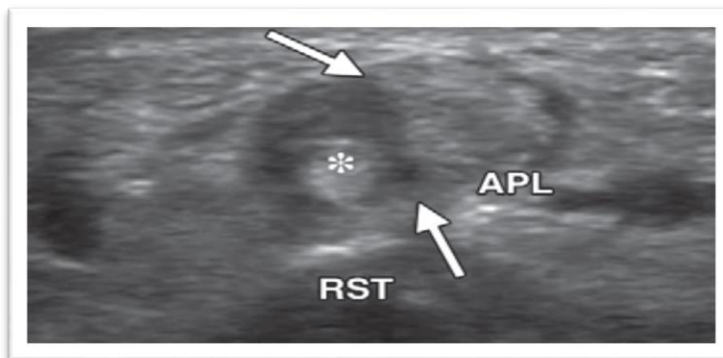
Akute Tendovaginitis de Quervain (Sonographie), vor allem im isolierten Kompartiment der Extensor-pollicis-brevis-Sehne [14]
